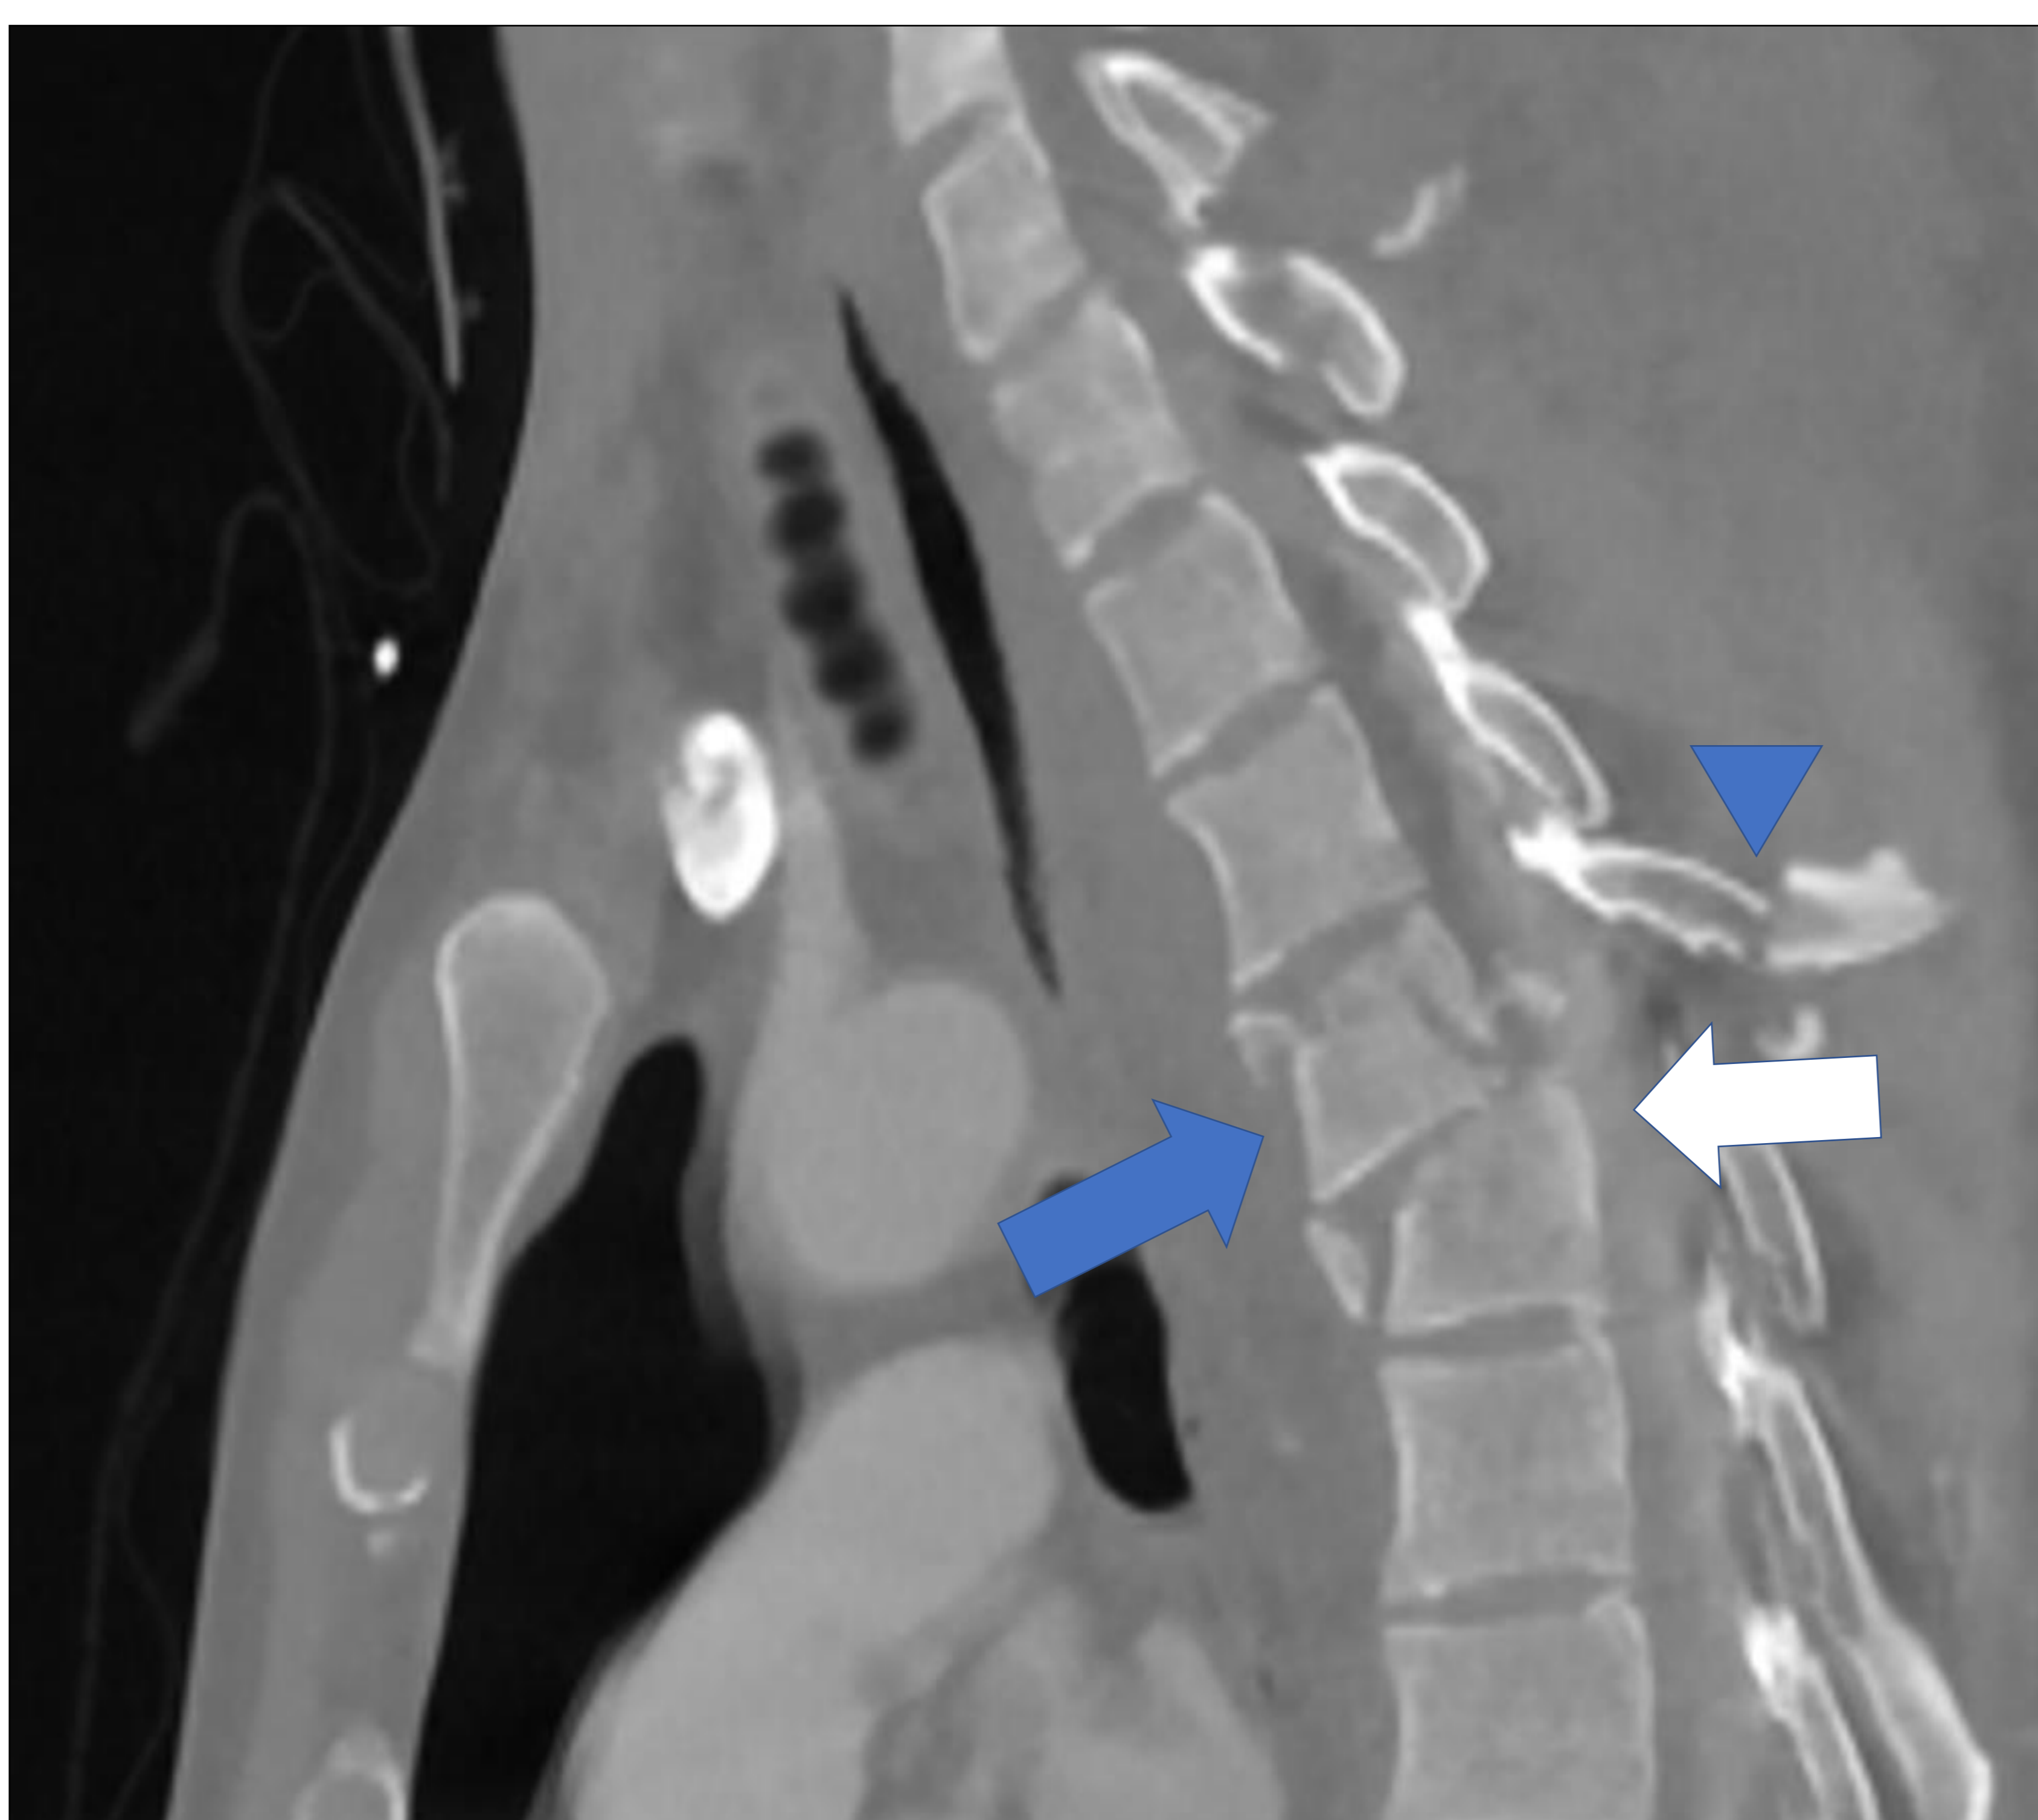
TC torácico realizado con contraste yodado i.v. con reconstrucción en plano sagital con ventana de hueso, que muestra fractura conminuta de cuerpo vertebral dorsal (flecha azul) y de la apófisis espinosa (punta de flecha), con aumento de densidad en el interior del canal medular sugestivo de hematoma (flecha blanca).
